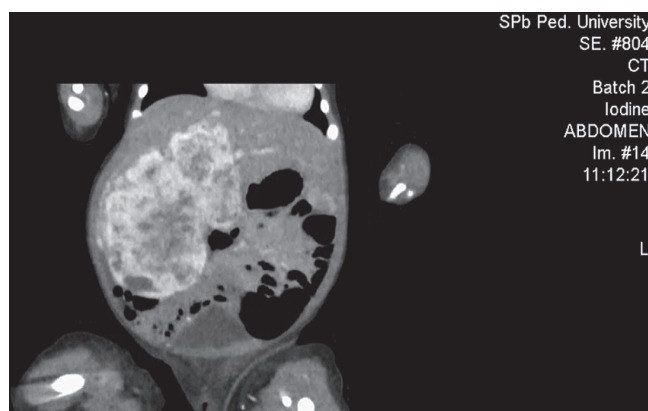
Компьютерная томограмма: фронтальный снимок образования (гемангиомы) печени в артериальную фазу контрастирования
